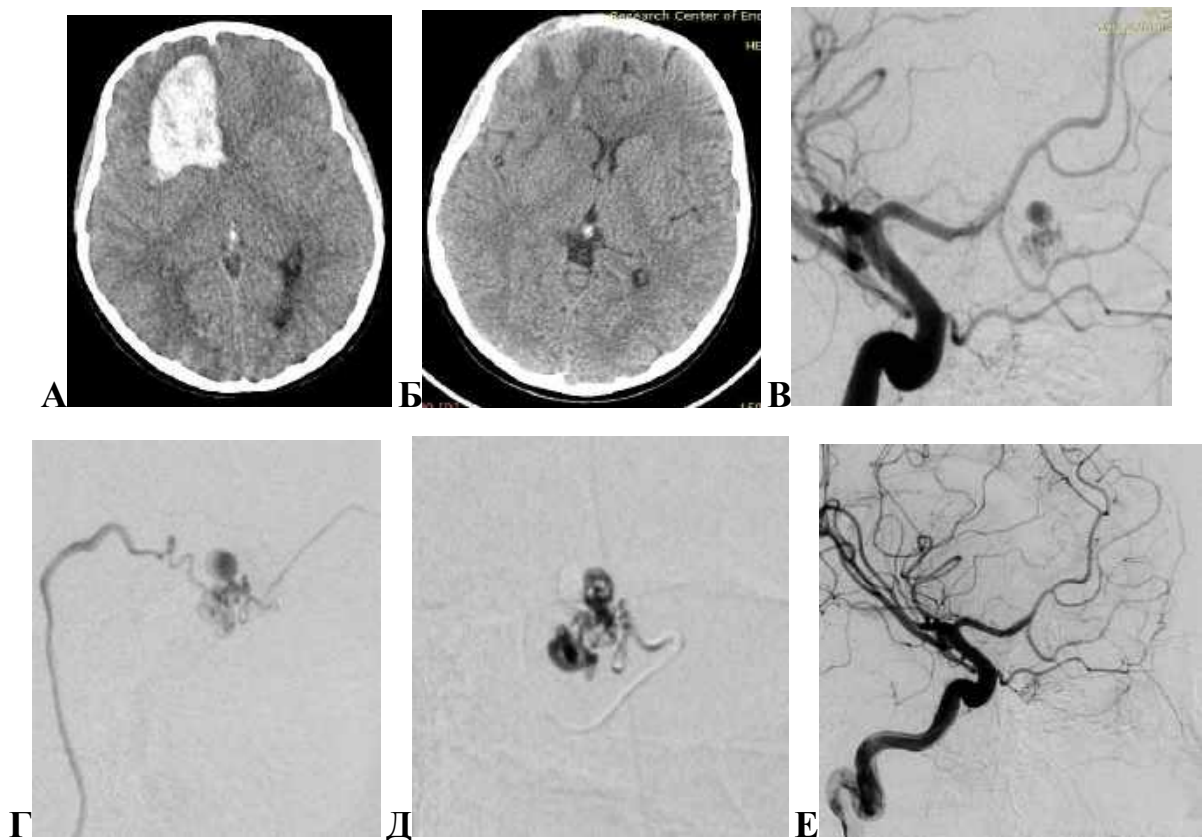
Спостереження №89. Знімки хворого С-лі, вік 11 років (історія хвороби №1044). А — КТ демонструє гостру внутрішньомозкову гематому лобної частки; Б — КТ-контроль після видалення гематоми; В — діагностична ЦАГ виявила АВМ із артеріально-інтранідальною аневризмою у місці впадіння аферента (гілки орбітофронтальної артерії) у ядро мальформації; Г — інтраопераційна суперселективна ЦАГ; Д — емболізуюча речовина виповнює артеріально-інтранідальну аневризму та ядро мальформації; Е — ЦАГ контроль у кінці операції — тотальне виключення аневризми та АВМ із кровообігу.
